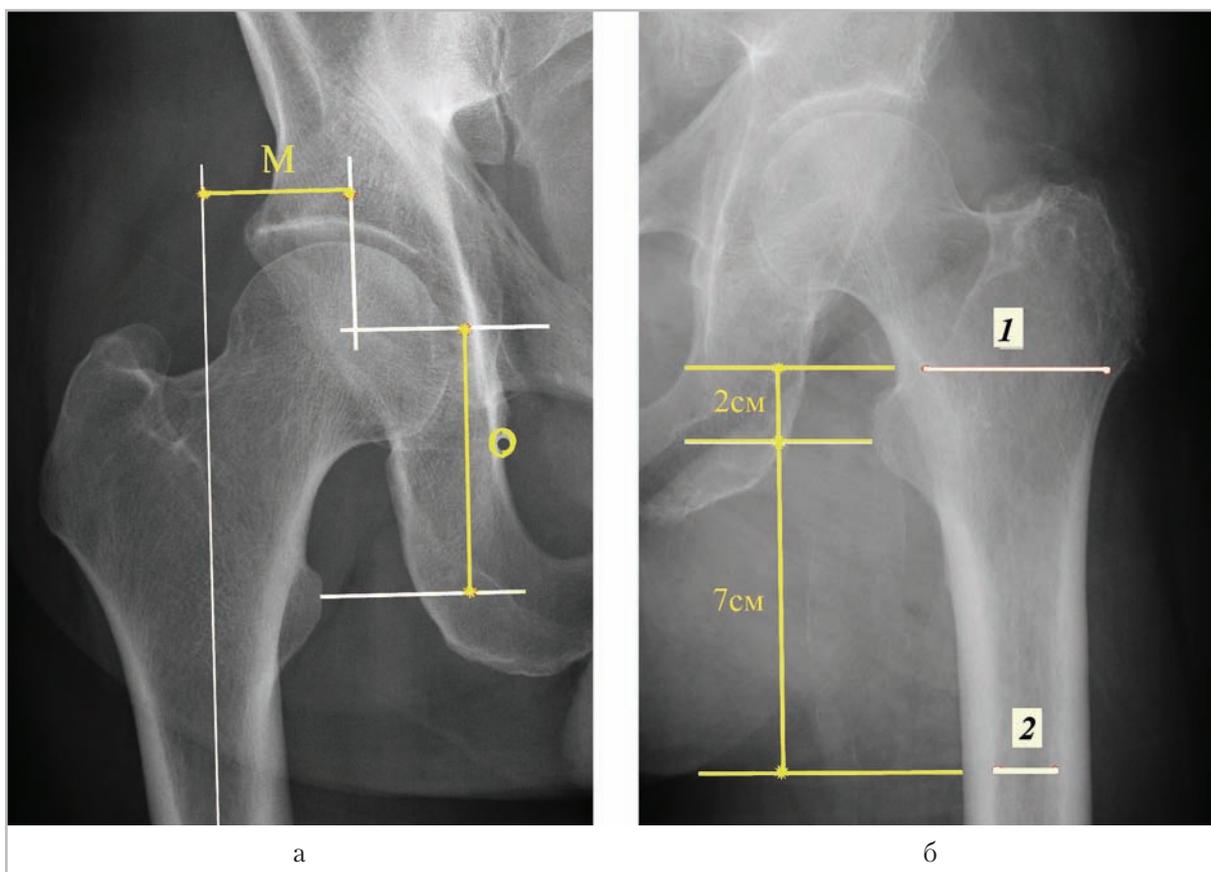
Рентгенограммы тазобедренных суставов в прямой проекции, на которых представлены схемы измерения геометрических параметров проксимального отдела бедренной кости при планировании эндопротезирования: *а* — разметка для определения размера плеча бедренной кости (М), высоты головки бедренной кости (О); *б* — разметка для вычисления индекса сужения бедренного канала, с определением соотношения его ширины на уровне 2 см выше середины малого вертела (1) к ширине канала на уровне 7 см ниже середины малого вертела (2)
